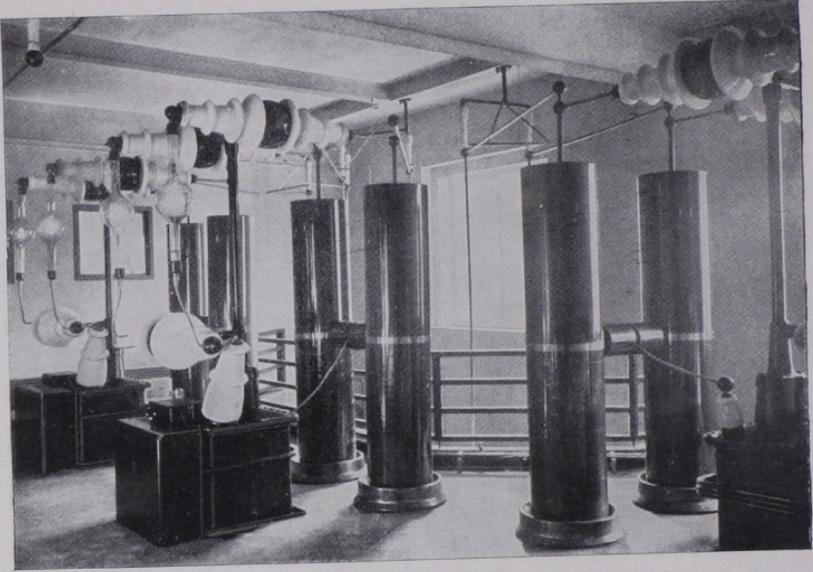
Blick in einen *Maschinenraum* der Röntgentherapieabteilung im Röntgeninstitut Sachsenhausen (Prof. HOLFELDER).
